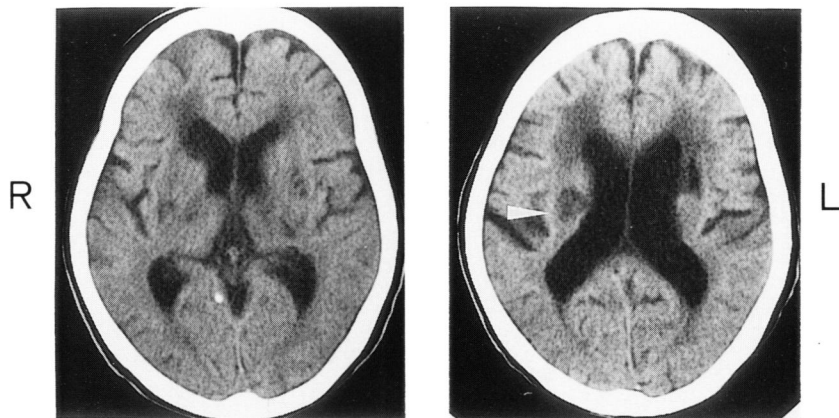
Brain CT on Day 4 shows that the high density area in the left occipital lobe disappeared, and the low density area of the right corona radiata was demarcated (white arrow head).
